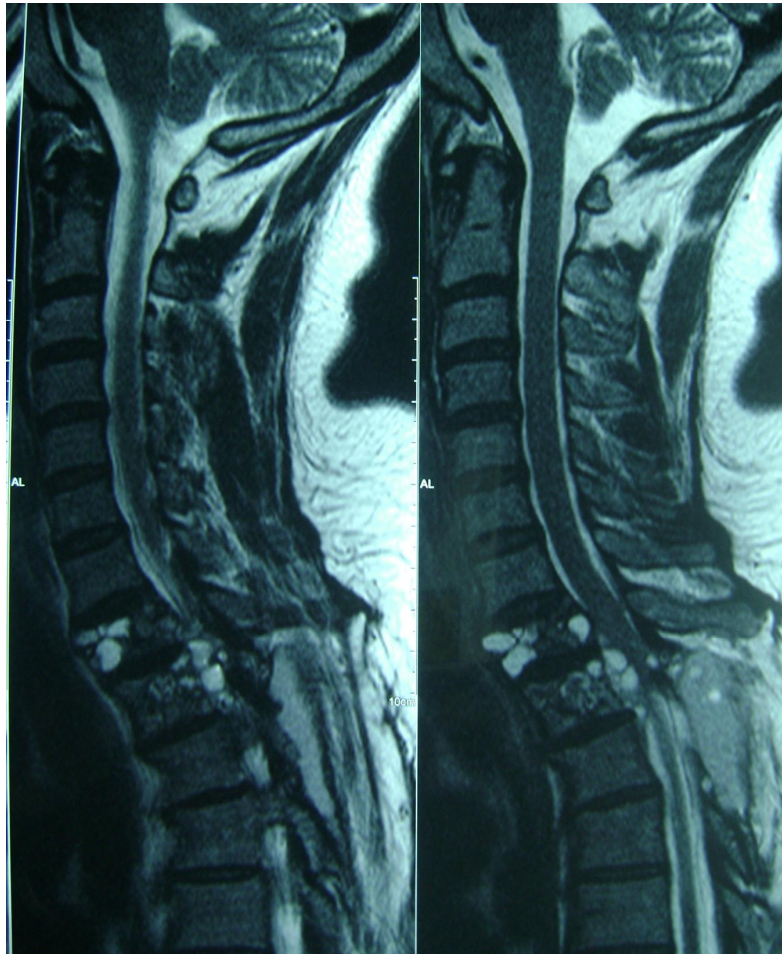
Image de coupes sagittales d'une IRM montrant une HVM de D2-D3 avec une compression médullaire.
